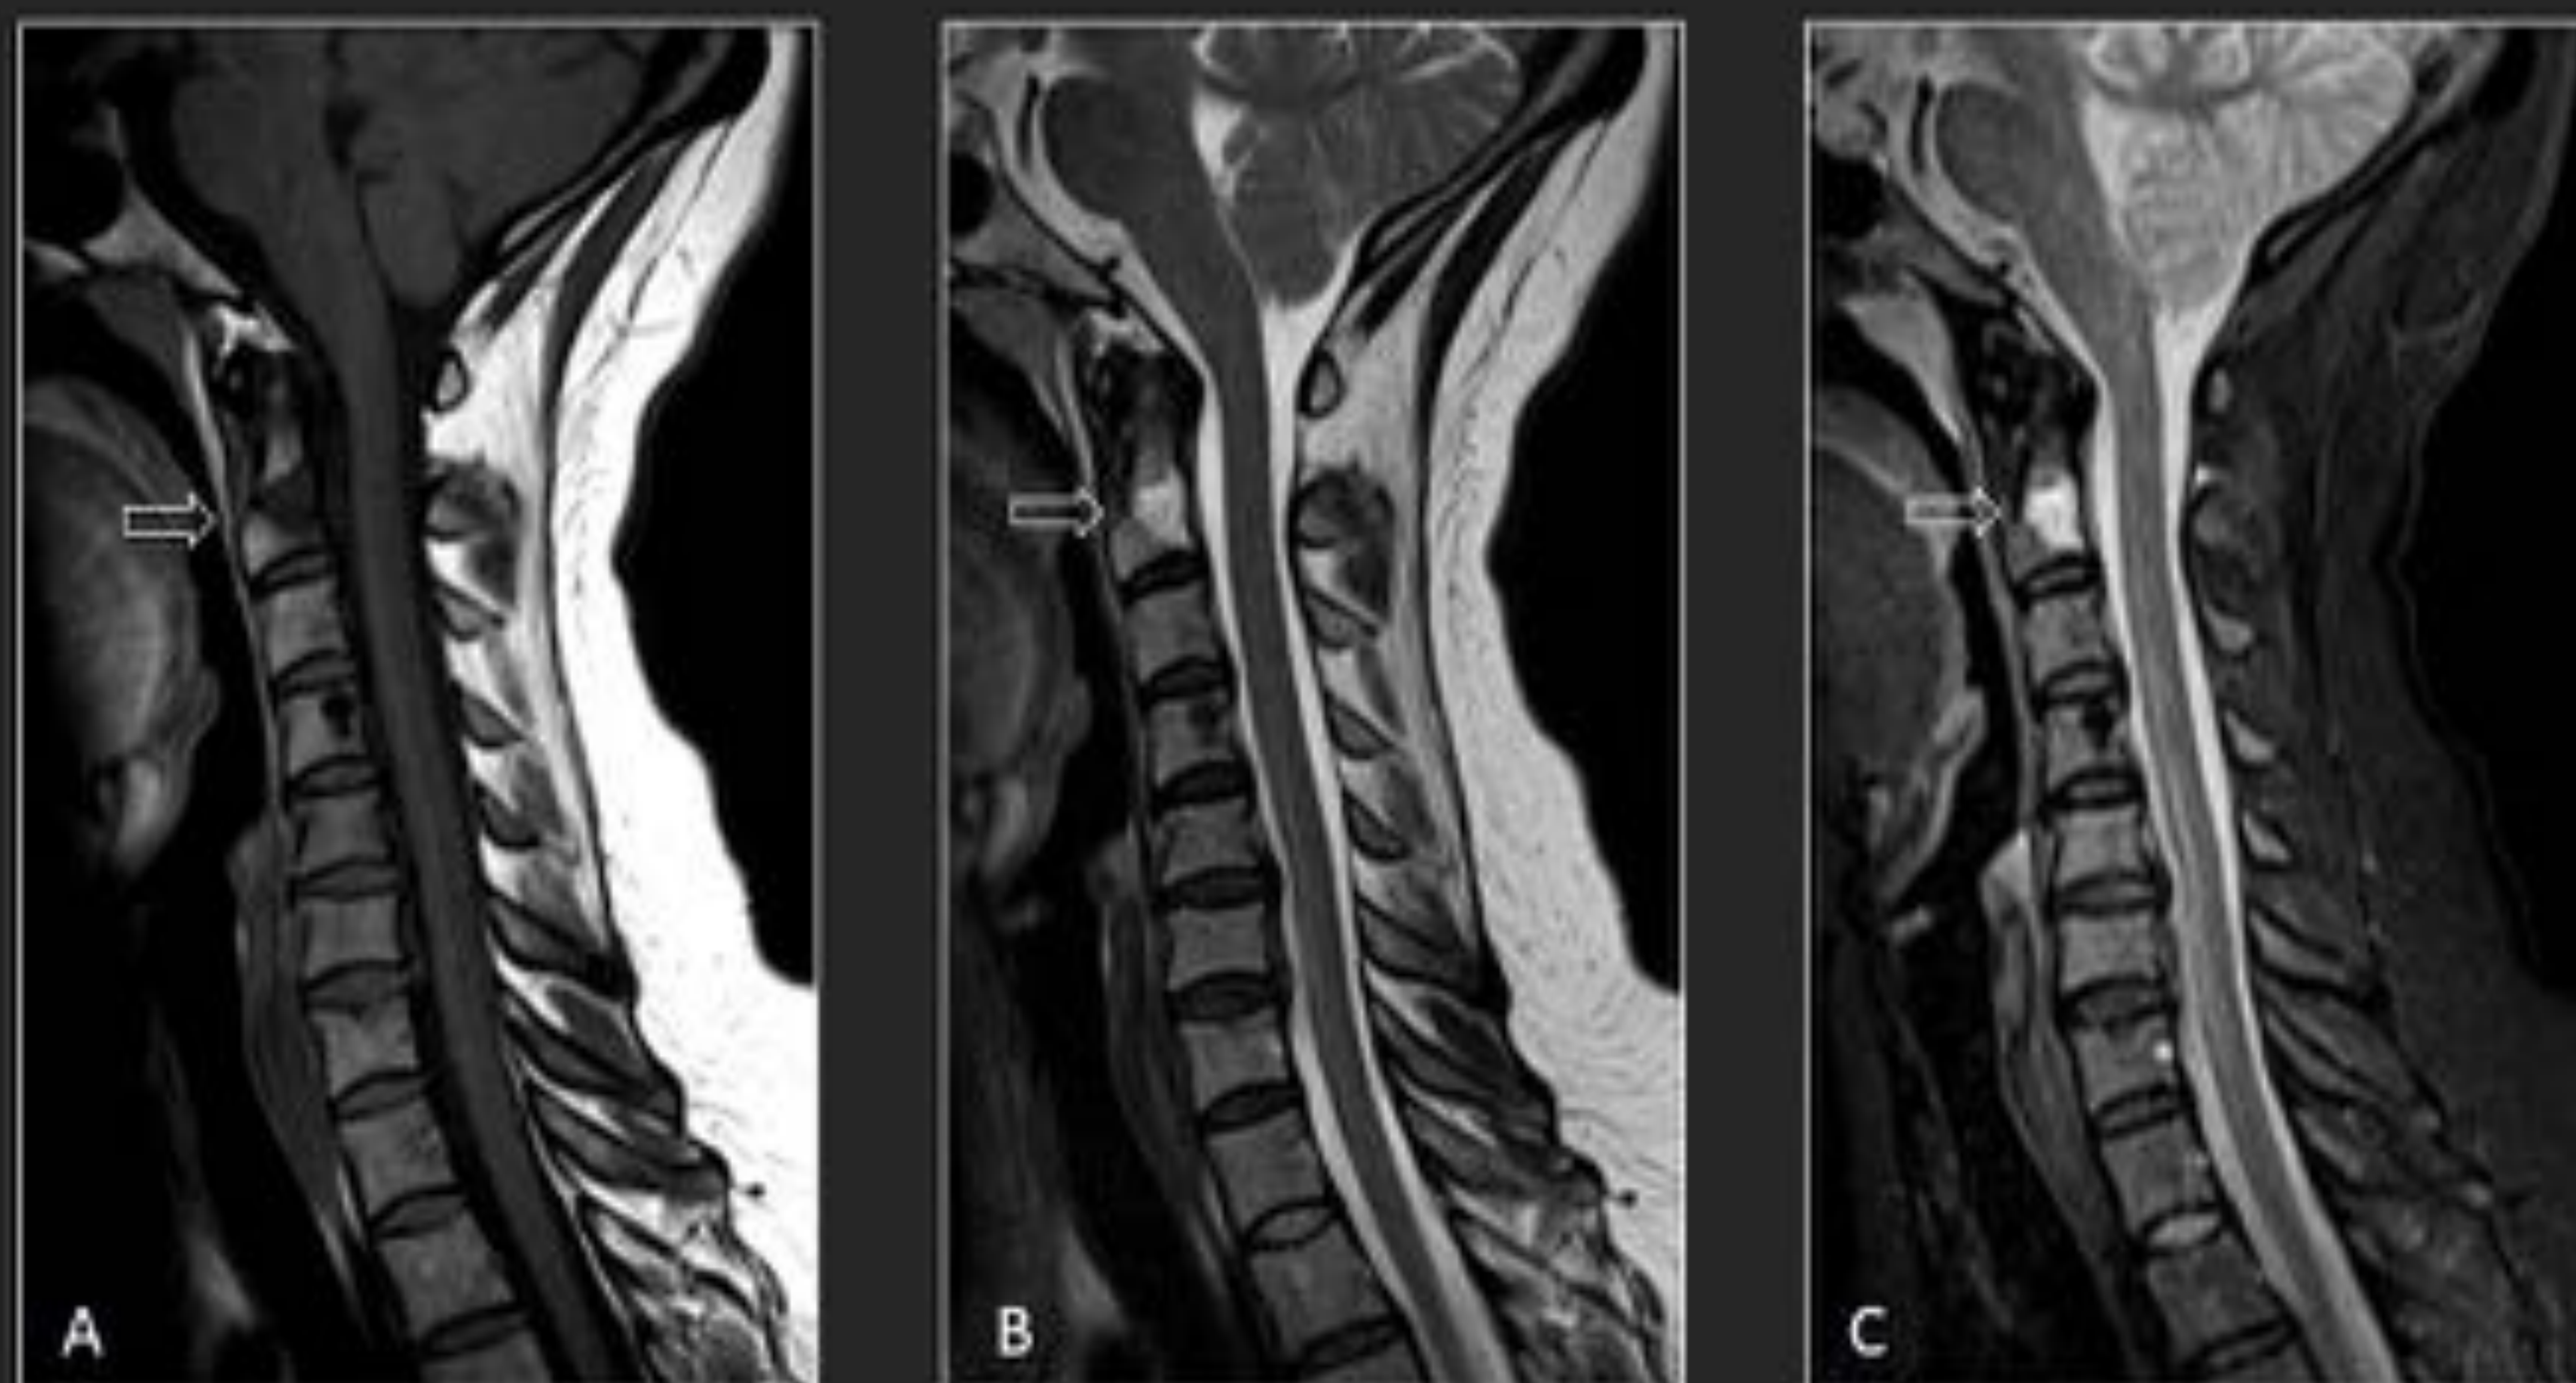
Mujer de 58 años con estudio cervical realizado para descartar mielopatía cervical. En RM lesión ósea que ocupa la práctica totalidad del cuerpo vertebral de C6, sin interrupción de la cortical ni masa de partes blandas. Hipointensa en T1 TSE (A y G), hiperintensa en T2 TSE (B) y Stir (C) e hipointensa T1 TSE + Gd (D y H) . En TC la lesión no es visible en cortes axiales (E) y muestra ligera esclerosis del soma con respecto al resto (F).
